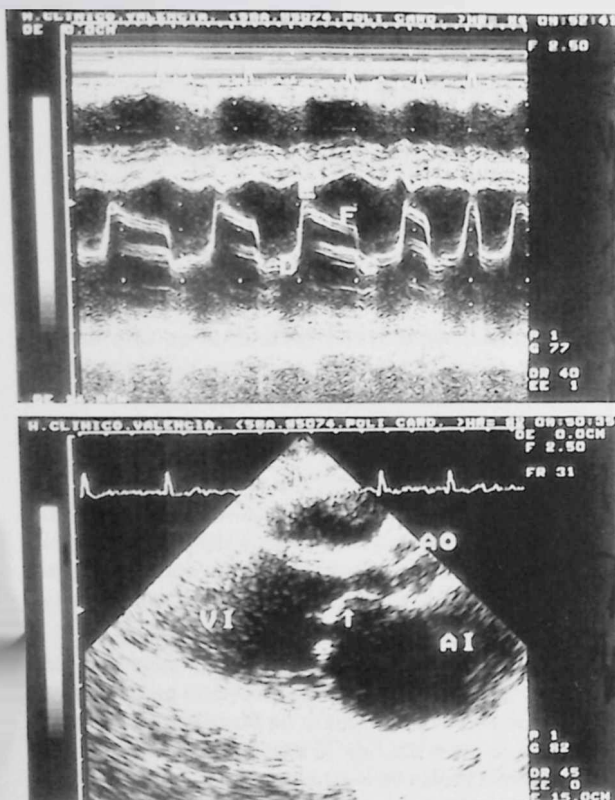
Ecocardiografía en modo M (arriba) y bidimensional, proyección paraesternal longitudinal (abajo) en la que se aprecian signos típicos de estenosis mitral.
